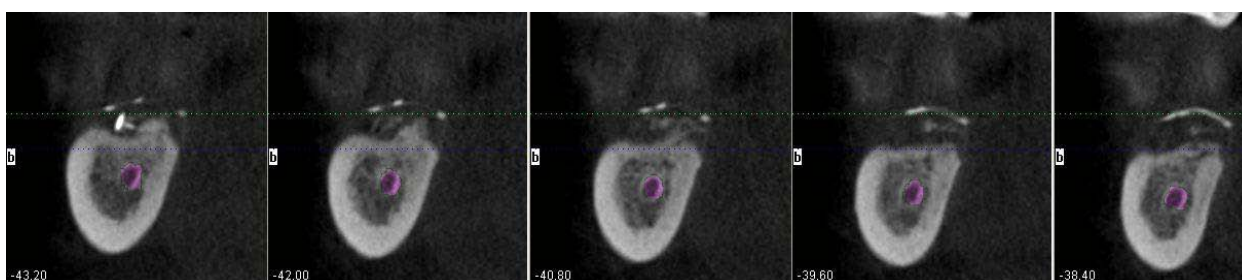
Конусно-лучевая КТ. Кроссекции дистального отдела нижней челюсти справа. Низкий результат наращивания костной ткани
